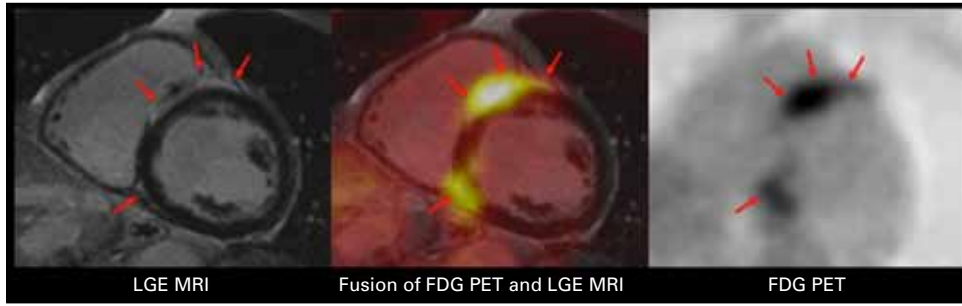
FDG PET/MRI of inflammatory cardiac disease.
